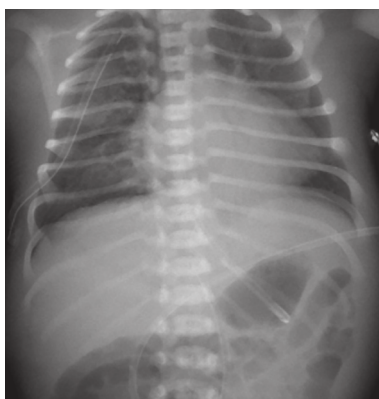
Рентгенологический снимок на шестые сутки. Заключение рентгенолога: дренированный пневмоторакс справа; неравномерная пневматизация легочных полей
